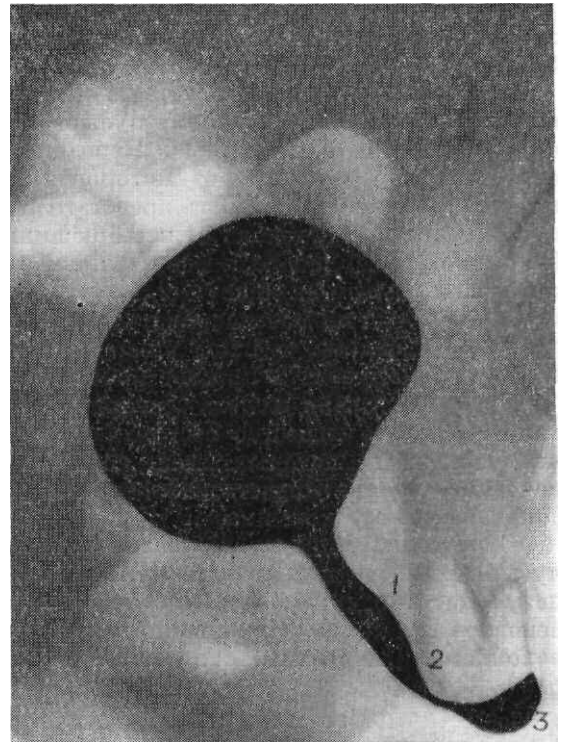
Рентгенограмма мочевого пузыря и мужской уретры (нисходящая уретрограмма) в левой косой задней проекции.
